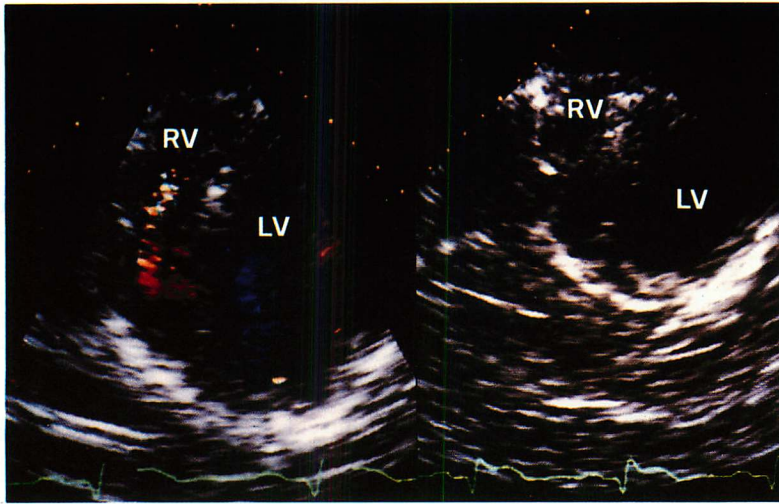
Color Doppler echocardiogram and two-dimensional echocardiogram of Case 3.
